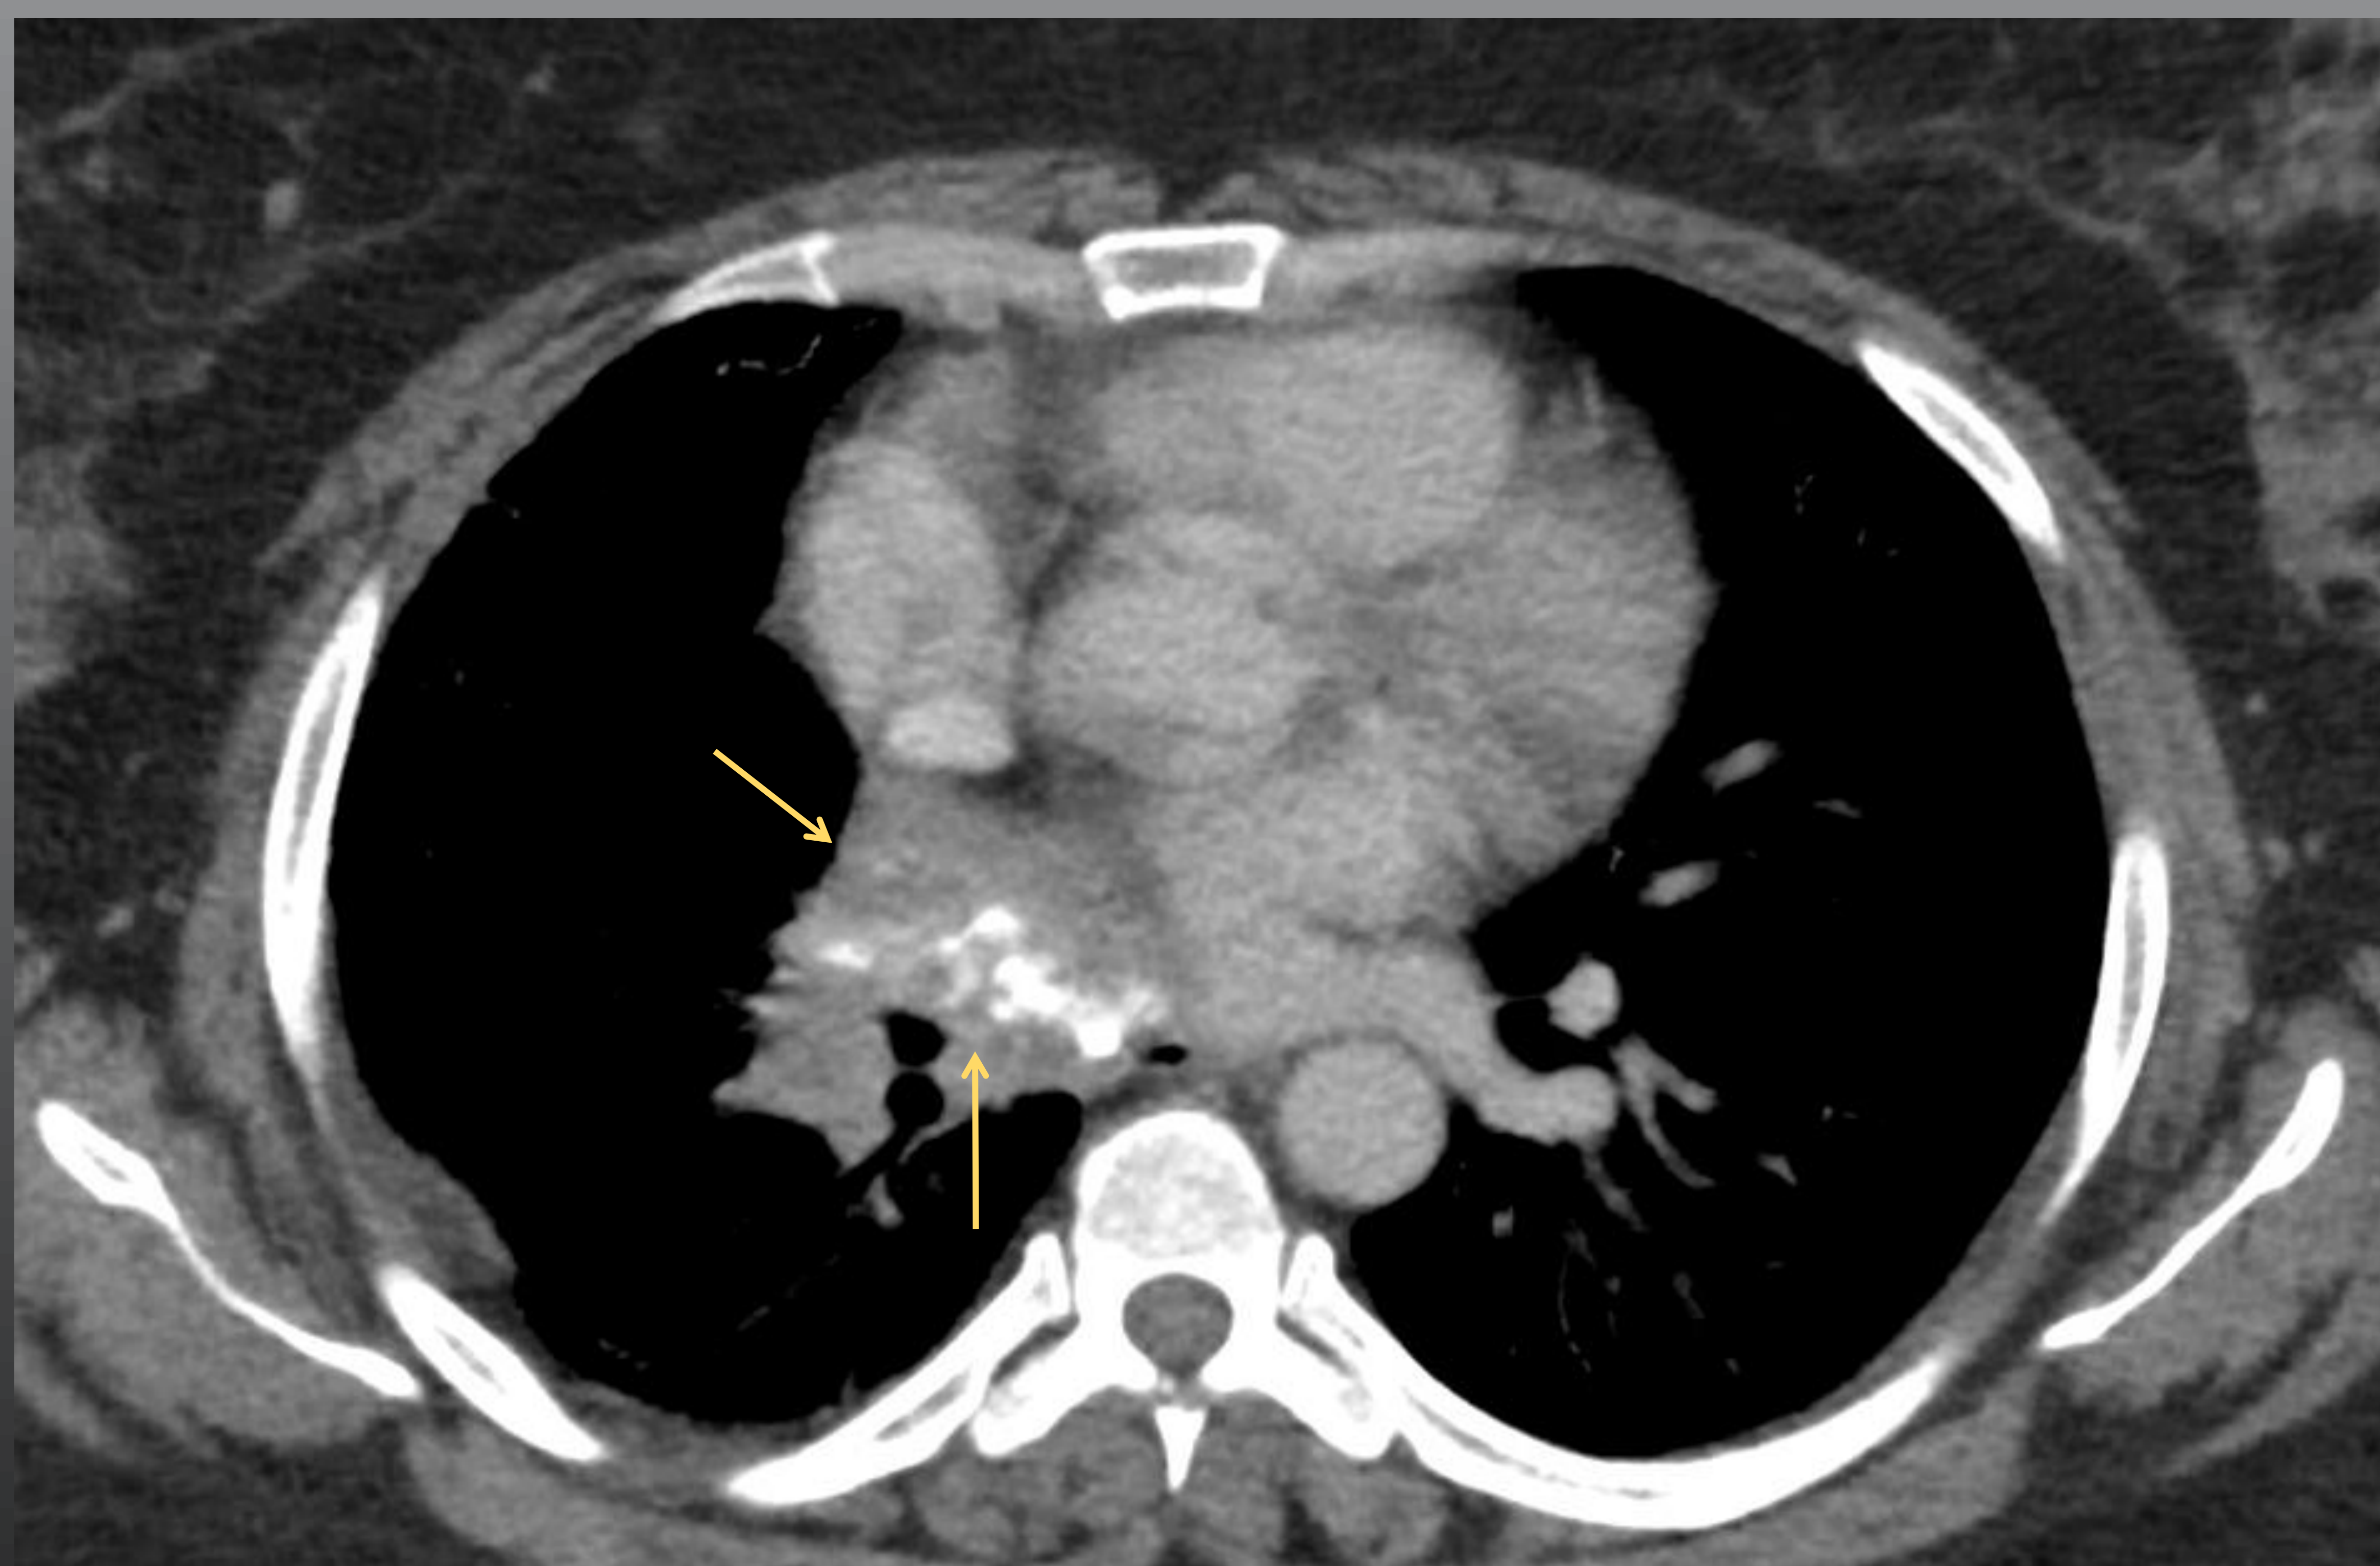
Paciente de 54 años con una mediastinitis fibrosante granulomatosa (flechas) centrada en región de hilio pulmonar derecho hallada en un TC por una clínica larvada de tos crónica.
